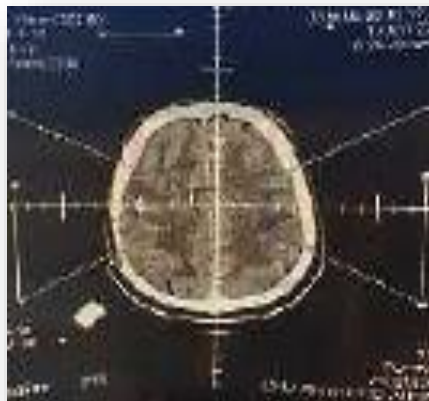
TDM de repérage du malade 10
